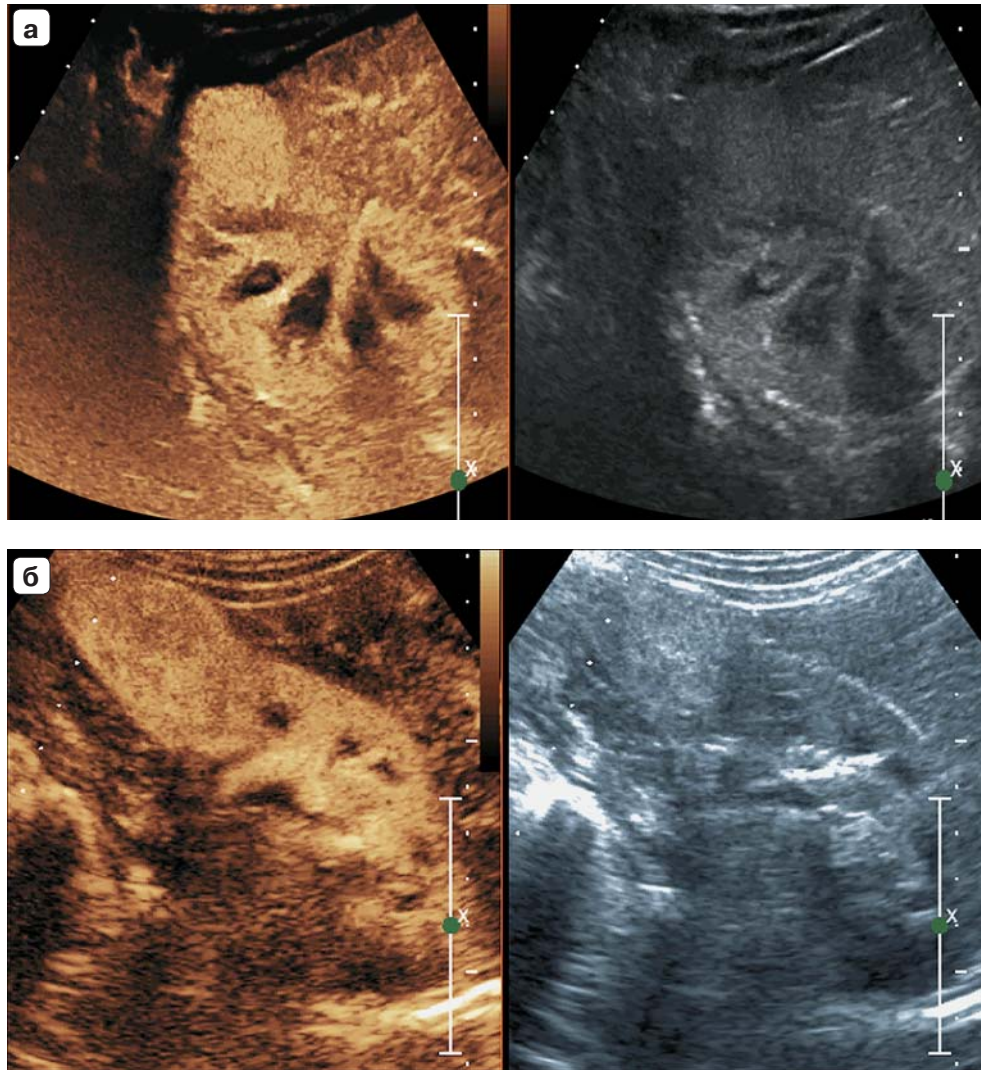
КУУЗИ почек. а – светлоклеточная карцинома (G2), однородное контрастирование, интенсивность контрастирования выше коркового слоя паренхимы, фаза поступления. б – светлоклеточная карцинома (G2), неоднородное контрастирование, фаза поступления. в – светлоклеточная карцинома (G2), неоднородное контрастирование, фаза поступления. г – светлоклеточная карцинома (G3), неоднородное контрастирование, фаза вымывания. д – онкоцитомы, неоднородное контрастирование, фаза поступления.
